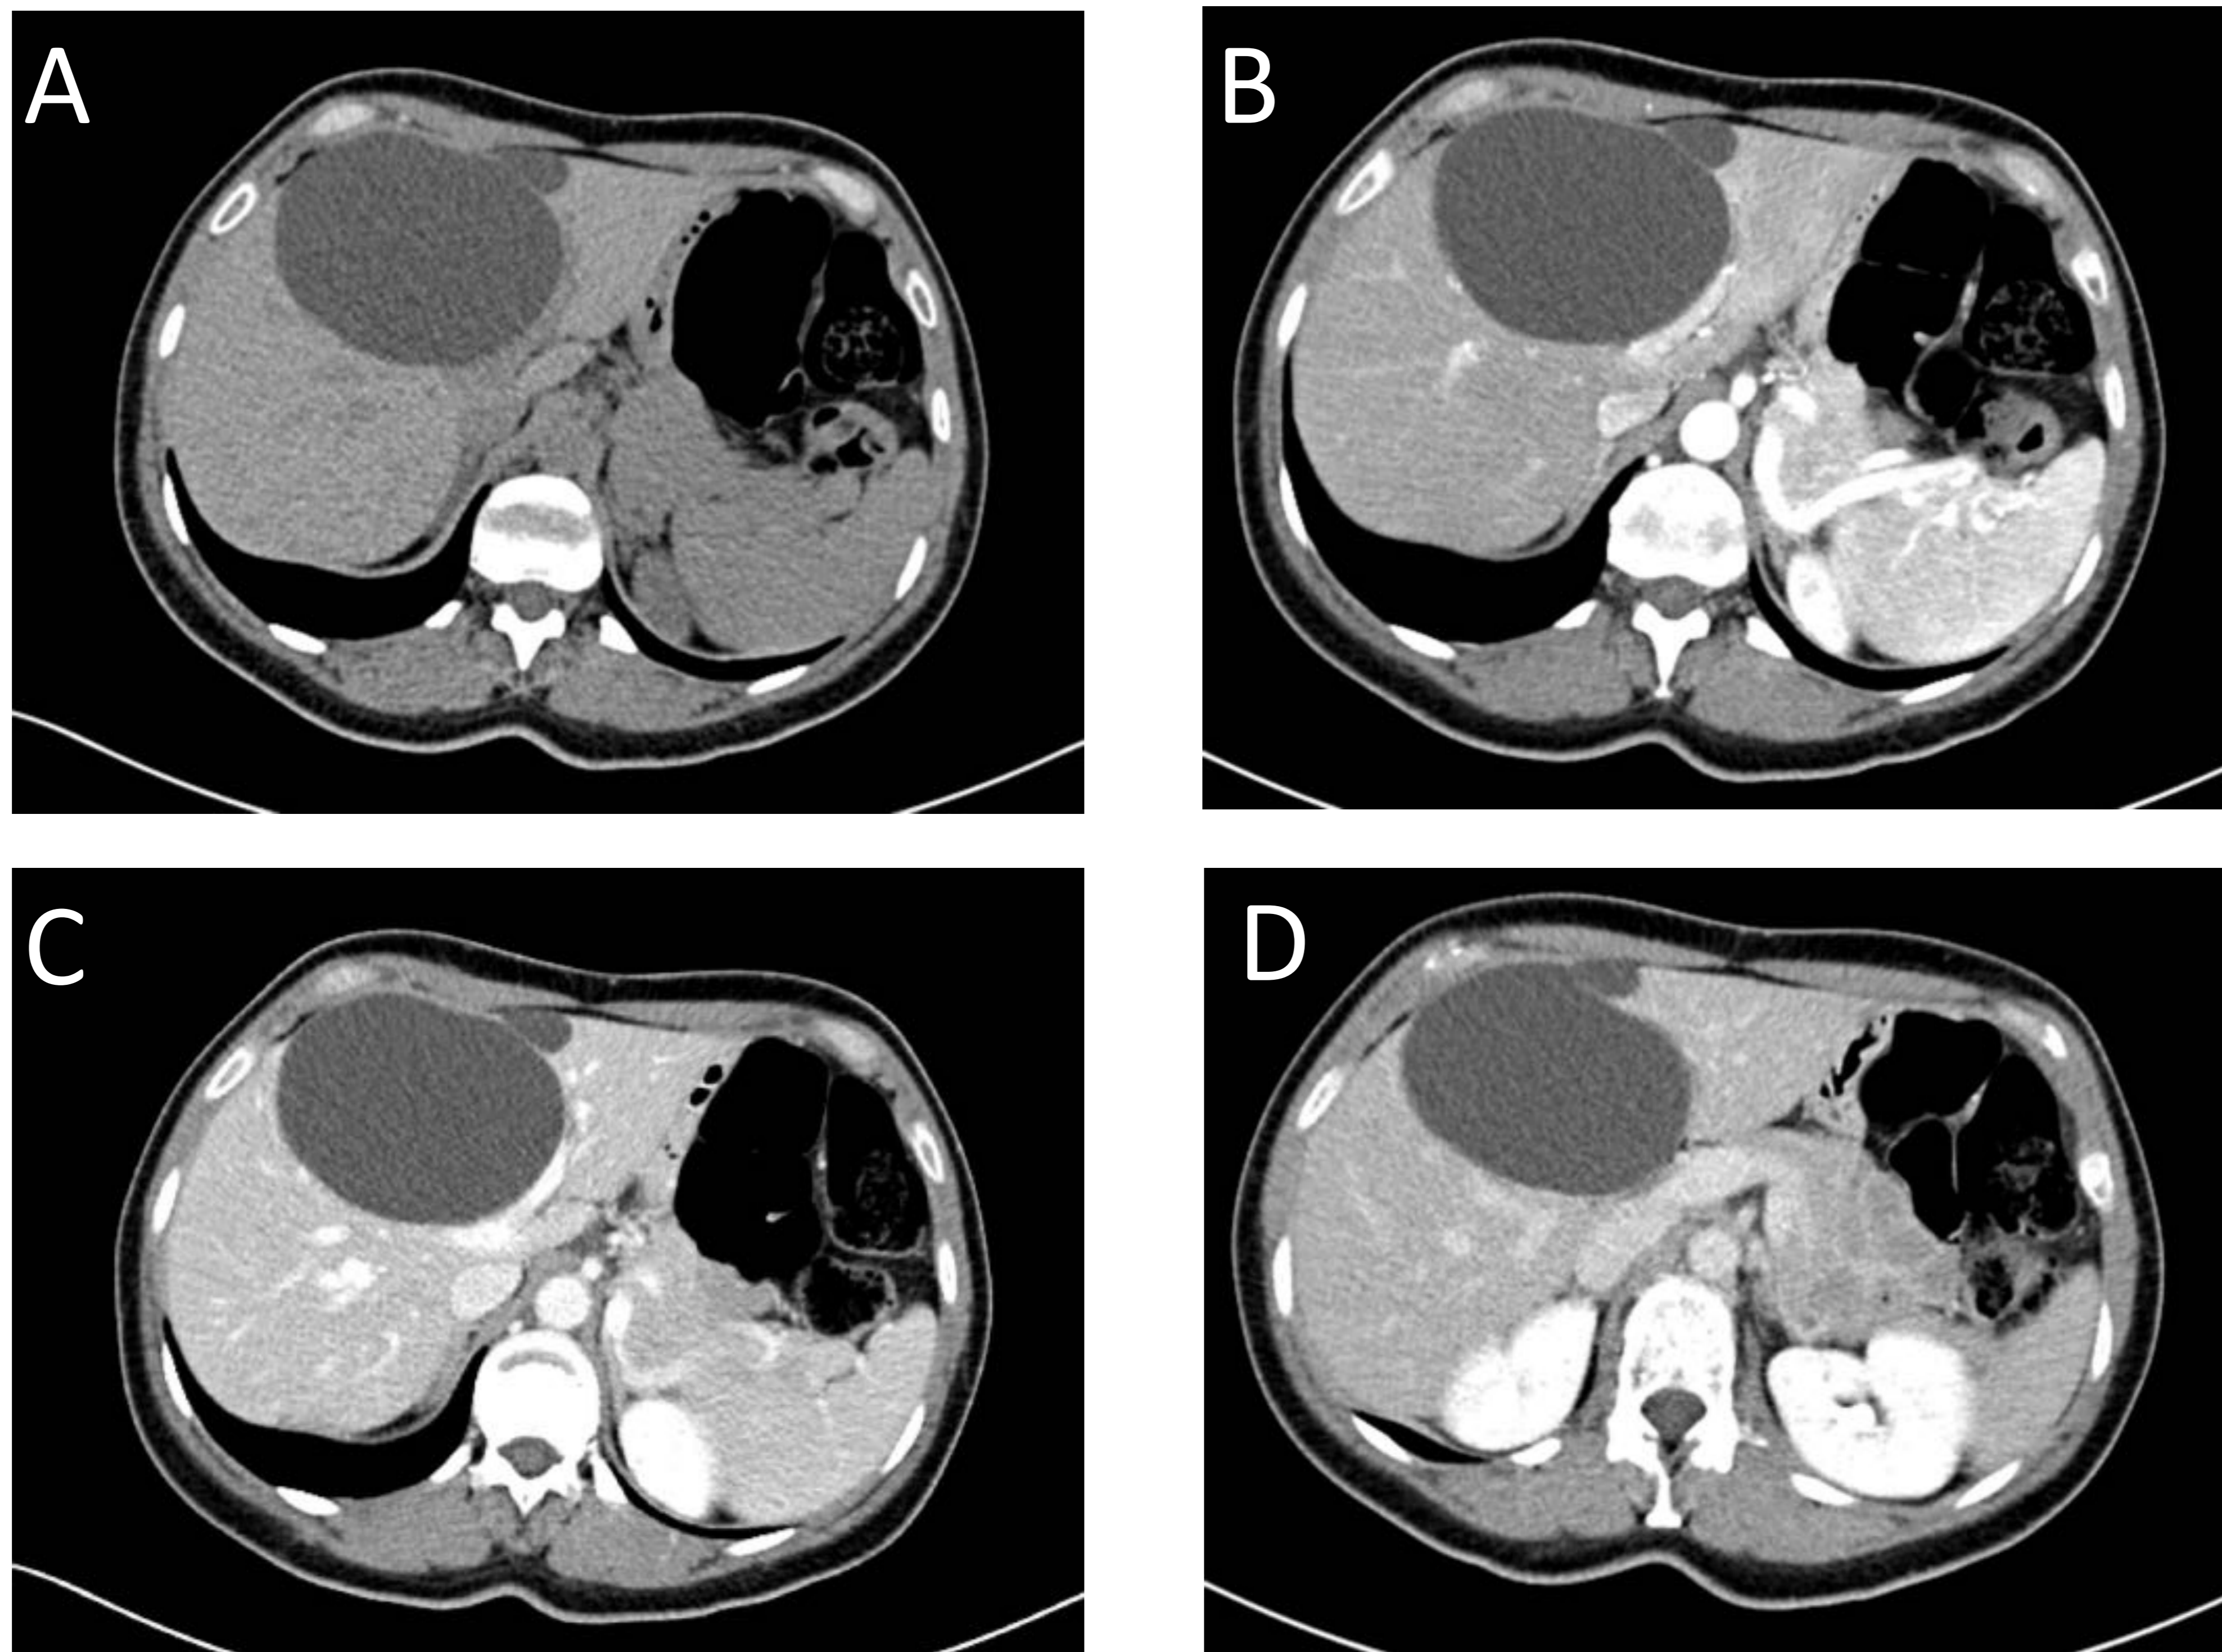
Quiste simple en TC: lesión hipodensa en TC sin contraste (imagen A). Tras la administración de CIV la lesión no presenta realce en las fases arterial (imagen B), portal (imagen C) ni tardía (imagen D).
